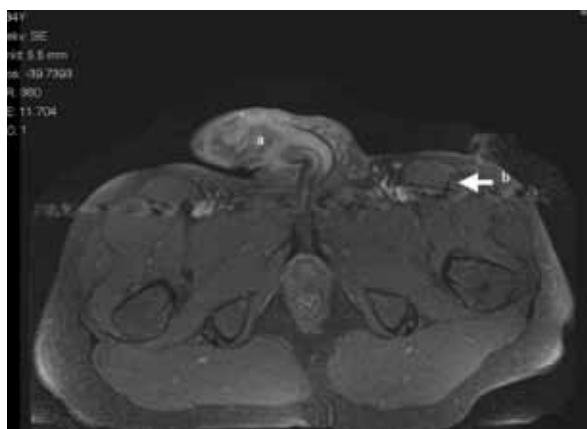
RMN pré-operatória: a: lesão peniana b: adenopatia inguinal
